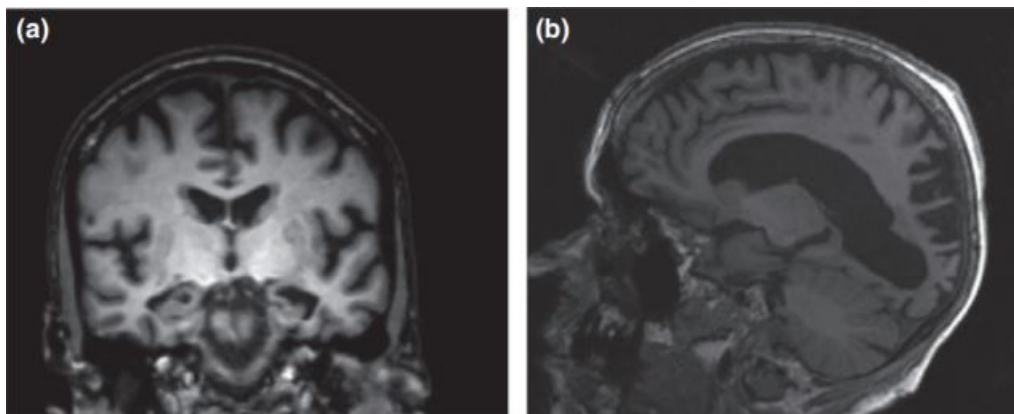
Atrofia corticale ippocampale (a) e parieto-occipitale posteriore (b) caratteristiche di pazienti AD mostrate su piano sagittale e coronale di un'immagine MRI T1. Immagine tratta da Lane et al., 2018.
